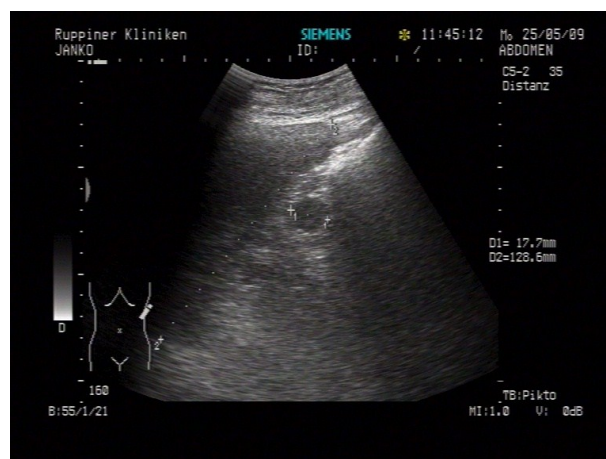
B-Bild- sonographische Darstellung einer Nebenmilz
